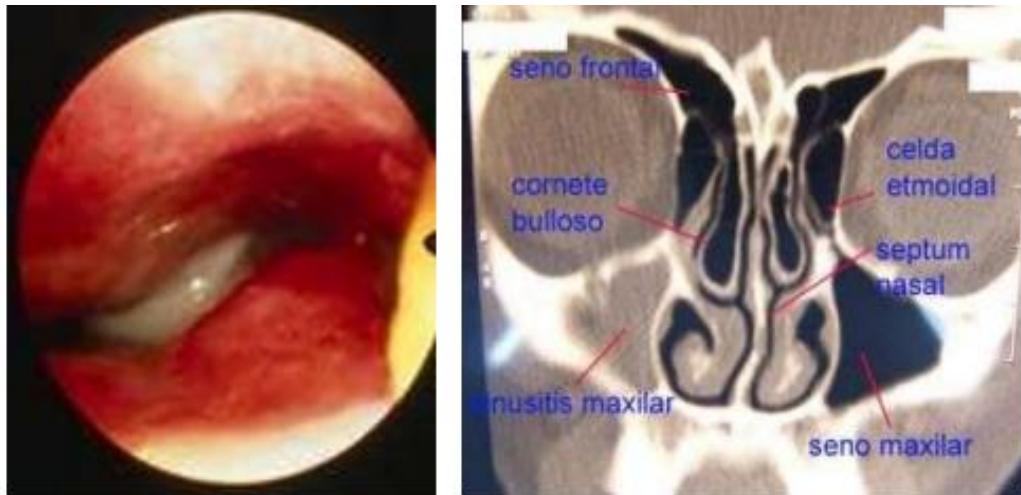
Sinusitis diagnosticada mediante TAC y endoscopia. ⁽¹³⁾
